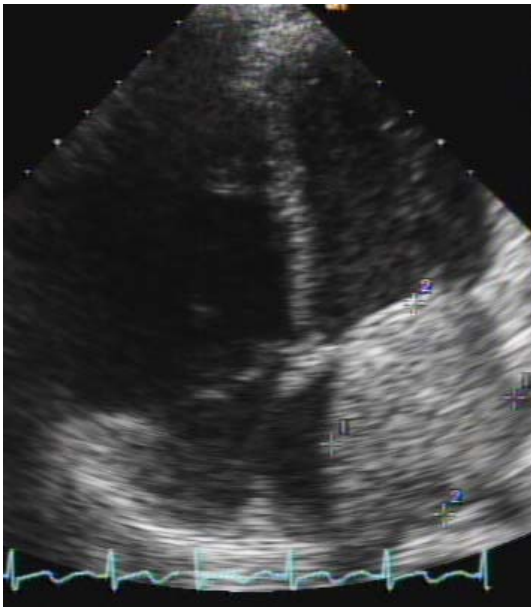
Transthoracic echocardiogram. The apical 4 chamber view shows a well demarcated huge (5×7 cm) mass in the left atrium.
